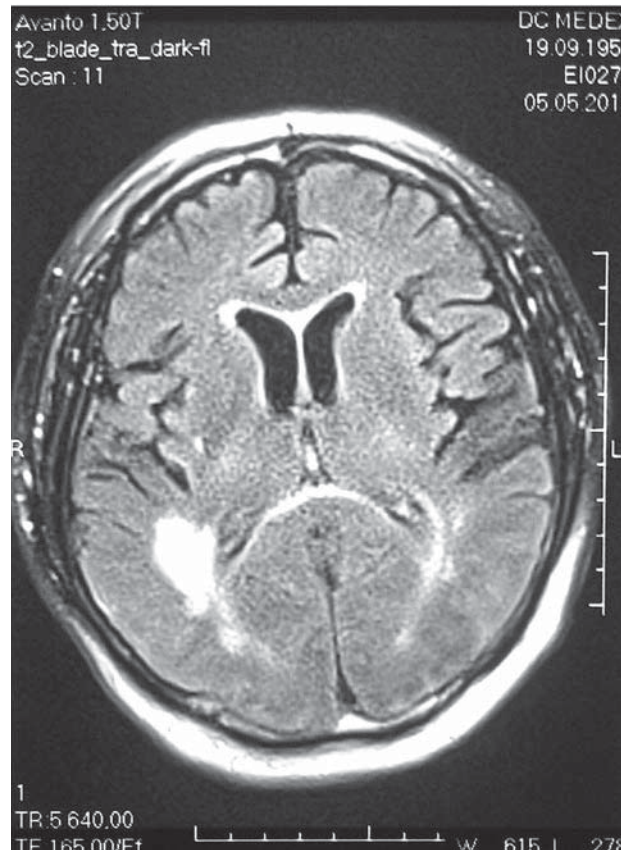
Магнітно-резонансна томограма головного мозку пацієнта з вогнищем ішемії в правійтім'яно-скроневій ділянці
